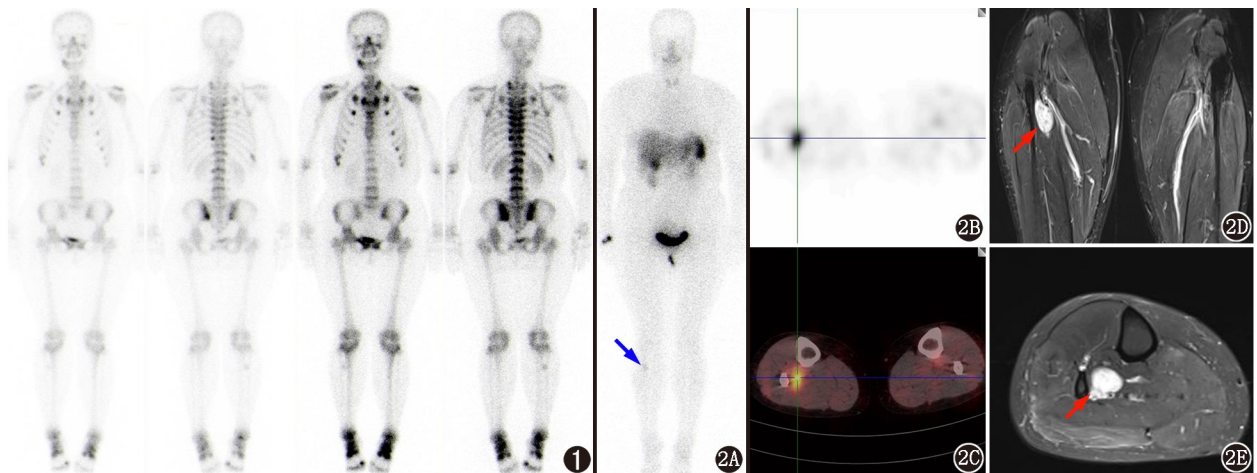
肿瘤性骨软化症(TIO)患者(女,37岁)⁹⁹Tc^m-亚甲基二膦酸盐(MDP)全身骨显像图。可见中下段胸椎及腰椎上终板显像剂摄取增高,双侧胸锁关节、双侧多根肋骨与肋软骨交界处、双侧骶髂关节及耻骨联合、右侧第 10 后肋、左侧第 10 肋椎关节、右侧腓骨上段、右下颌骨多发显像剂摄取增高区,双侧肩关节、双侧踝关节、右侧第 1 跖趾关节亦见显像剂摄取增高灶。图 2 同一患者⁹⁹Tc^m-联胂尼克酰胺(HYNIC)-酪氨酸 3-奥曲肽(TOC)显像及双小腿 MRI。2A.平面显像示右侧小腿上段显像剂摄取异常增高灶(红箭头示);2B,2C. SPECT/CT 融合显像示右侧小腿近端胫骨-腓骨间软组织内生长抑素受体(SSTR)异常高表达灶,考虑 TIO 责任病灶可能。2D~2E.右侧腓骨上段旁软组织内(红箭头示)见椭圆形等 T₁(未显示)长 T₂ 信号影,大小约 36.5 mm×18.6 mm×15.3 mm(2D. T₂ 加权压脂序列,冠状位;2E. T₂ 加权压脂序列,右小腿轴位)
